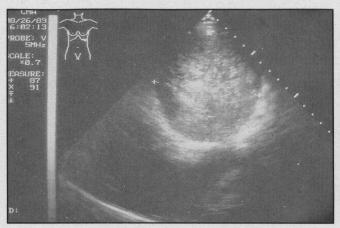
Ultrasonido que demuestra una masa redondeada de 9 cm de diámetro que hace íntimo contacto con la cola del páncreas.
